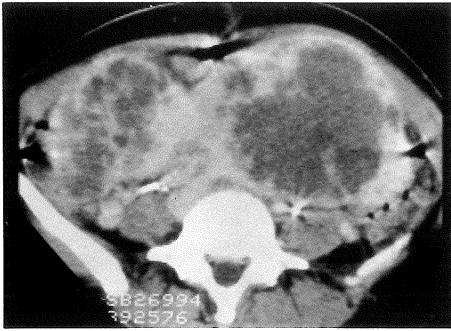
Case 3 : CT demonstrates low-density area with irregular contour.
